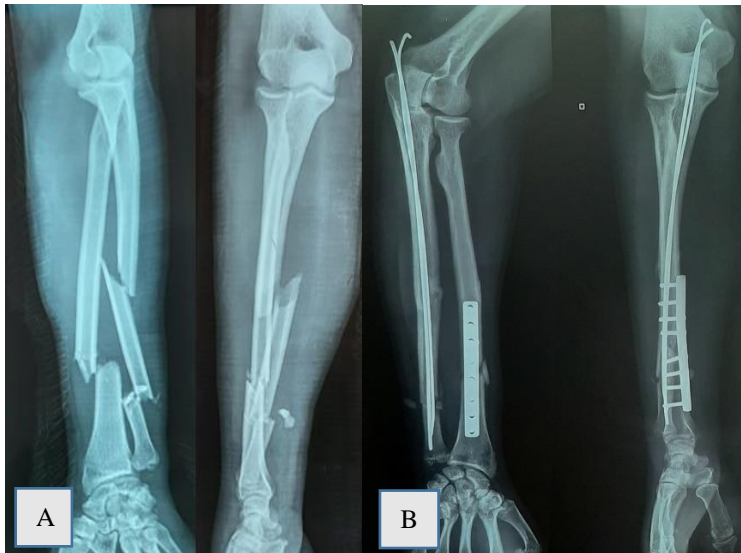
Radiographie de l'avant-bras droit d'un patient de 45 ans, traumatisme initialement ouverte type II de Gustilo en regard du foyer ulnaire.
